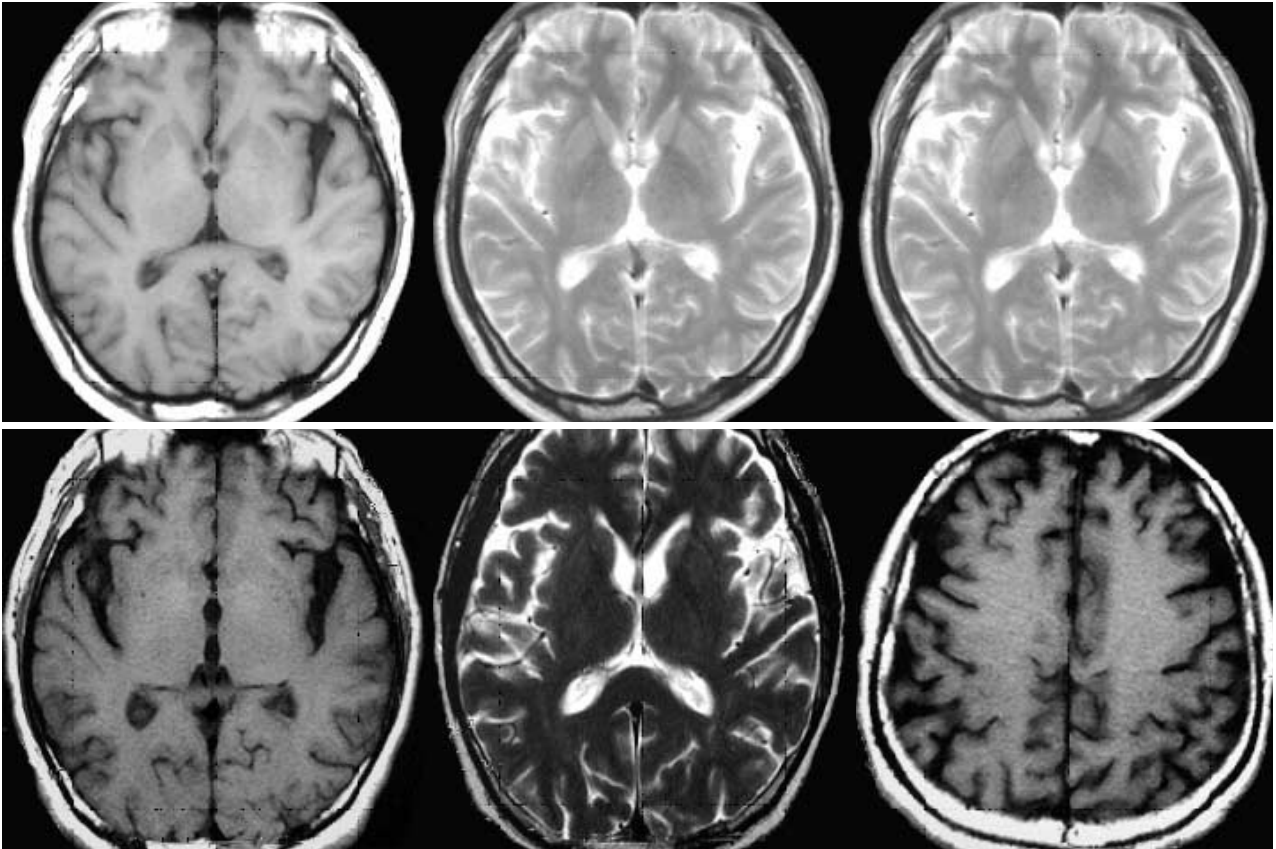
Brain MRI of the patient. Initial MRI shows no abnormal finding (Top row). Four months later, follow-up MRI reveals diffuse cortical atrophy in both frontal, temporal and parietal lobes (Bottom row).
